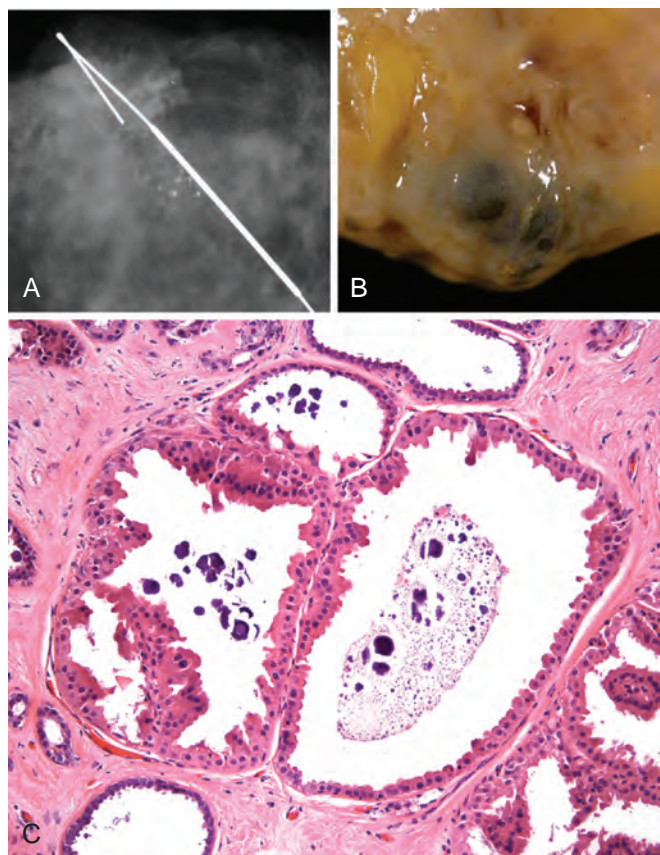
Quistes apocrinos. A. En la radiografía se ven calcificaciones redondeadas agrupadas. B. Aspecto macroscópico de quistes típicos llenos de líquido turbio oscuro. C. Los quistes están revestidos por células apocrinas con núcleos redondos y citoplasma granular abundante. Nótese las calcificaciones luminales que se forman en los restos de secreciones.
